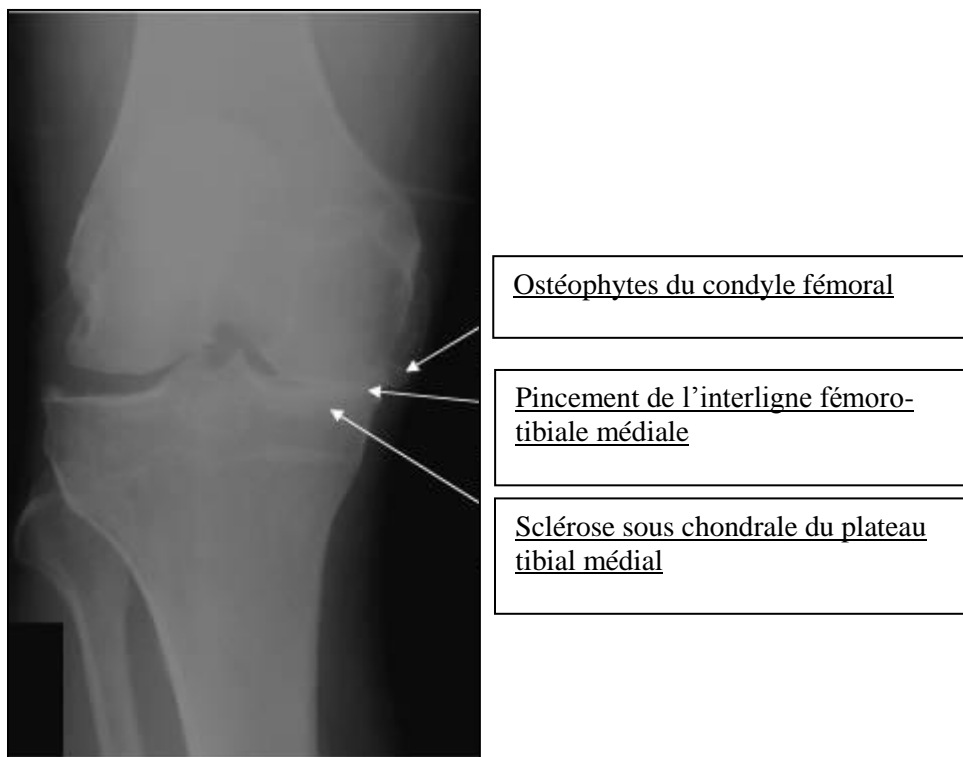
Image radiographique d'ostéophyte
